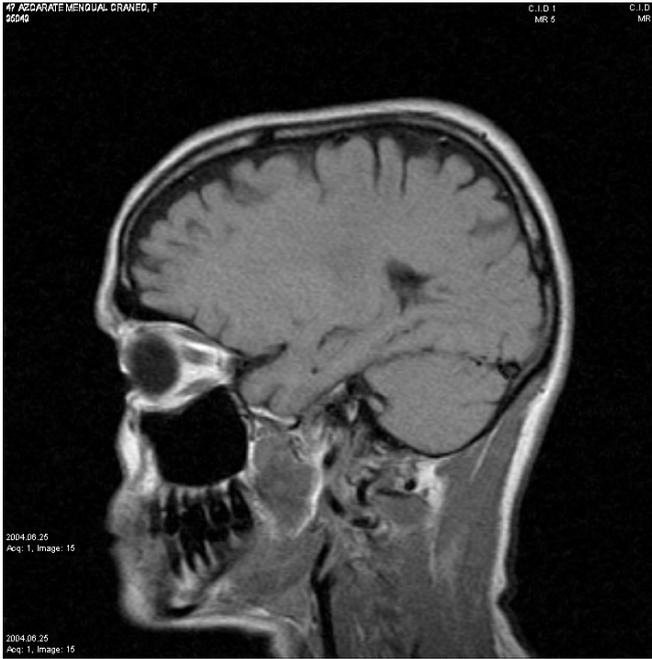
RMN año 2004 del caso clínico. Corte sagital de hipocampo derecho.
